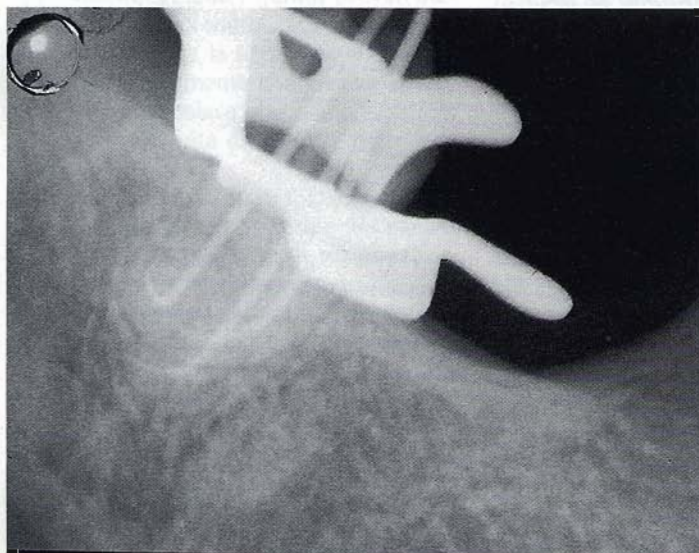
Radiografia preoperatoria di un 48 con curve fortemente accentuate.
